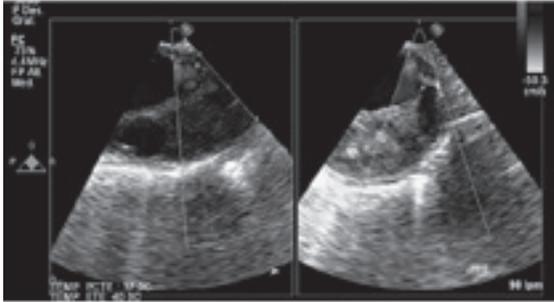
Ecocardiografía Transesofágica, En la imagen superior observamos la luz falsa trombosada (ocupada por un material hiperecogénico). En la imagen inferior observamos la luz falsa trombosada con jet (azul) de pequeño calibre, que representa la puerta de entrada de disección de 3 mm.
